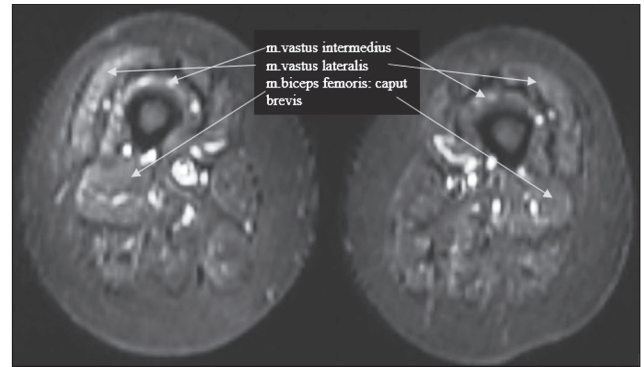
МРТ проксимальних відділів нижніх кінцівок. STIR. Візуалізується набряк окремих м'язів
